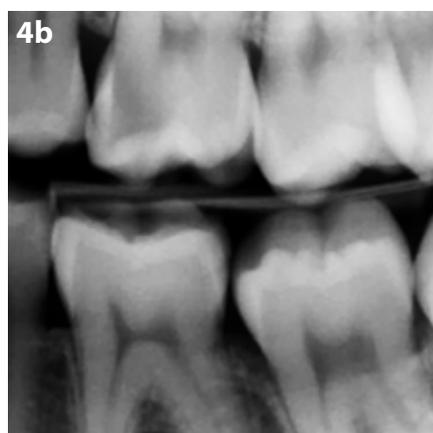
Trattamento delle lesioni cariose prossimali in contatto con EQUIA Forte HT. a. Immagine clinica di due lesioni cariose prossimali adiacenti con cavitazione in un primo molare superiore e un secondo premolare sul lato sinistro. b. Radiografia bitewing che mostra le lesioni cariose prossimali in un primo molare superiore e un secondo premolare sul lato sinistro. c. Immagine clinica delle cavità dopo aver rimosso le lesioni cariose. d. Applicazione di Cavity Conditioner. e. Posizionamento di una matrice sezionale per creare i contatti prossimali. f. Applicazione di EQUIA Forte HT nelle cavità. g. Immagine clinica del restauro dopo aver tolto la fascetta in metallo della matrice sezionale e aver lucidato. h. Applicazione di EQUIA Forte HT Coat sulle superfici dei restauri. i. Fotopolimerizzazione di EQUIA Forte HT Coat. j. Controllo dell'occlusione con carta per articolazione. k. Immagini cliniche dei restauri. l. Immagini radiografiche dei restauri.
